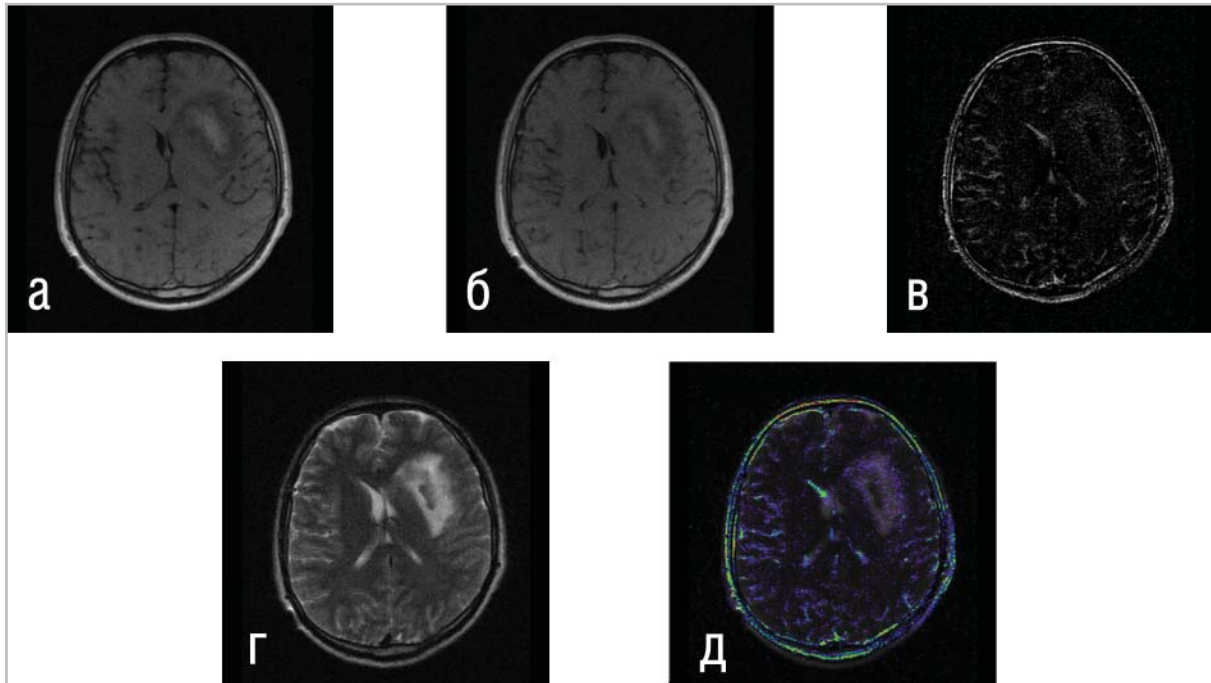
Перинфарктный тип накопления контраста-парамагнетика в ходе МРТ-визуализации ишемического поражения при инсульте, у пациента с геморрагической трансформацией ишемического инсульта в бассейне СМА слева.
